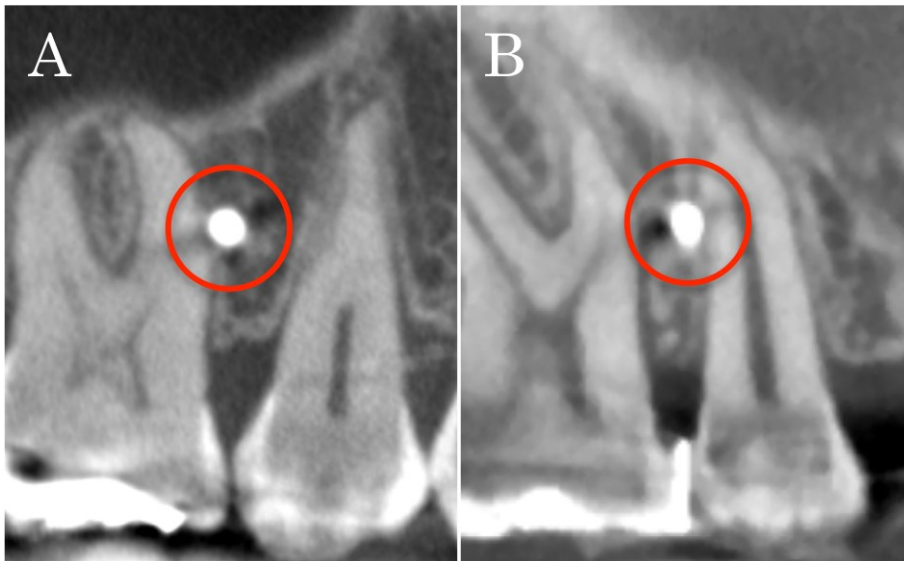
A. CBCT image after the screw was placed with the self-drilling method. B. CBCT image after the screw was placed with the self-tapping method. The screws contacted the tooth root with both methods.
